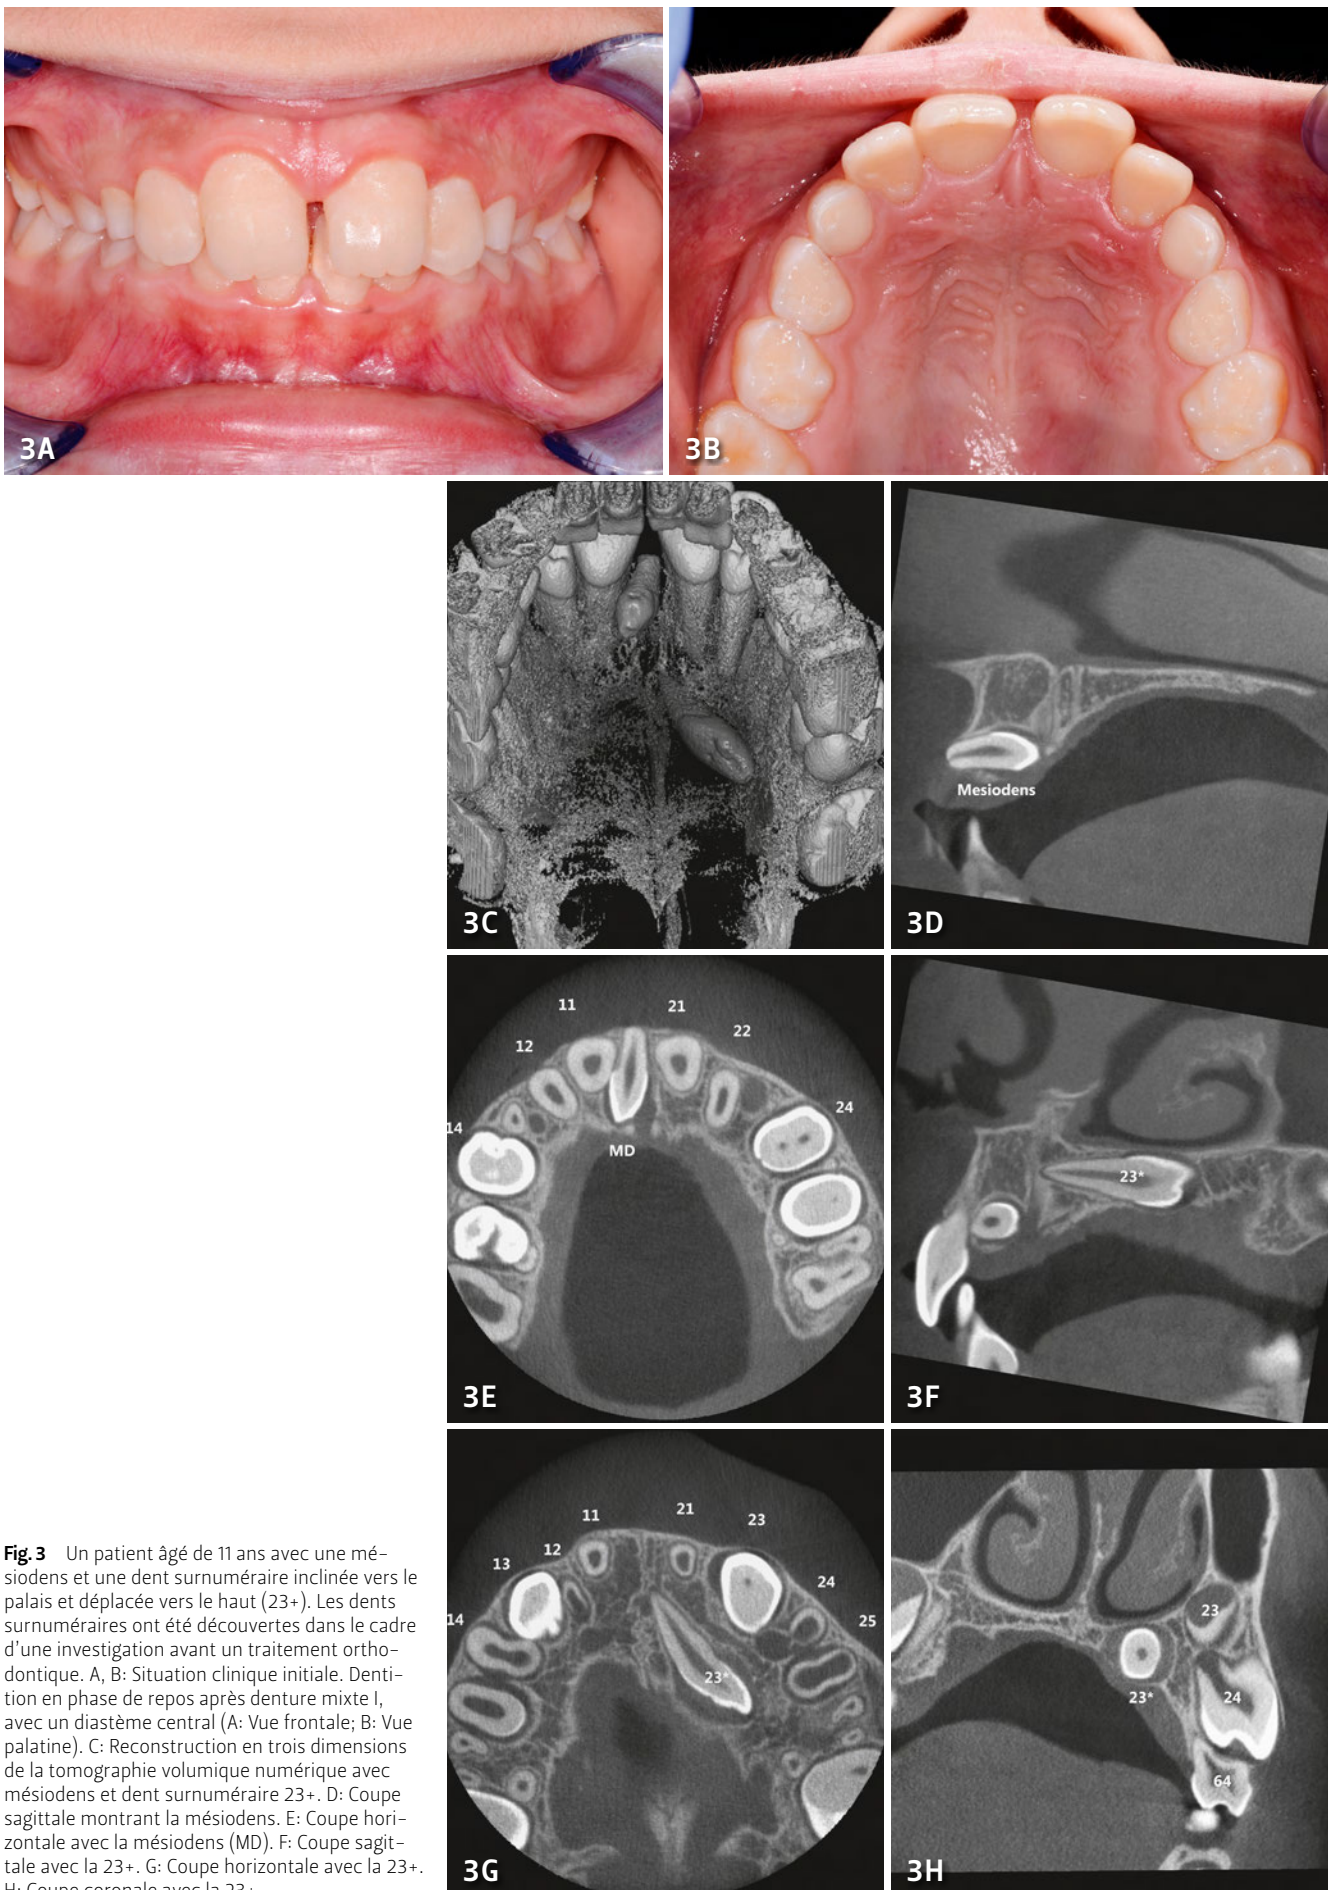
Un patient âgé de 11 ans avec une mésiodens et une dent surnuméraire inclinée vers le palais et déplacée vers le haut (23+). Les dents surnuméraires ont été découvertes dans le cadre d'une investigation avant un traitement orthodontique. A, B: Situation clinique initiale. Dentition en phase de repos après denture mixte I, avec un diastème central (A: Vue frontale; B: Vue palatine). C: Reconstruction en trois dimensions de la tomographie volumique numérique avec mésiodens et dent surnuméraire 23+. D: Coupe sagittale montrant la mésiodens. E: Coupe horizontale avec la mésiodens (MD). F: Coupe sagittale avec la 23+. G: Coupe horizontale avec la 23+. H: Coupe coronale avec la 23+.
